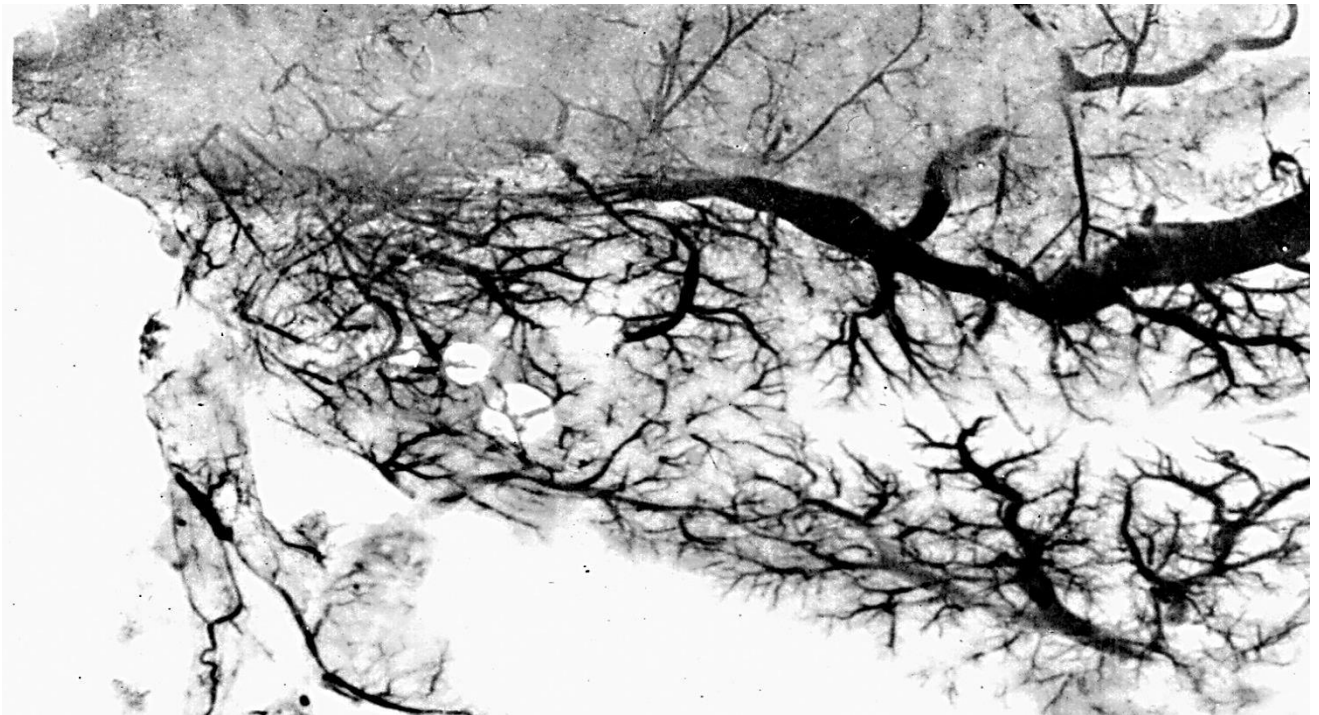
Розширення венозного русла і втрата асиметрії у свині через 14 днів після відтворення операційного холестазу. Фото з рентгенограми.
